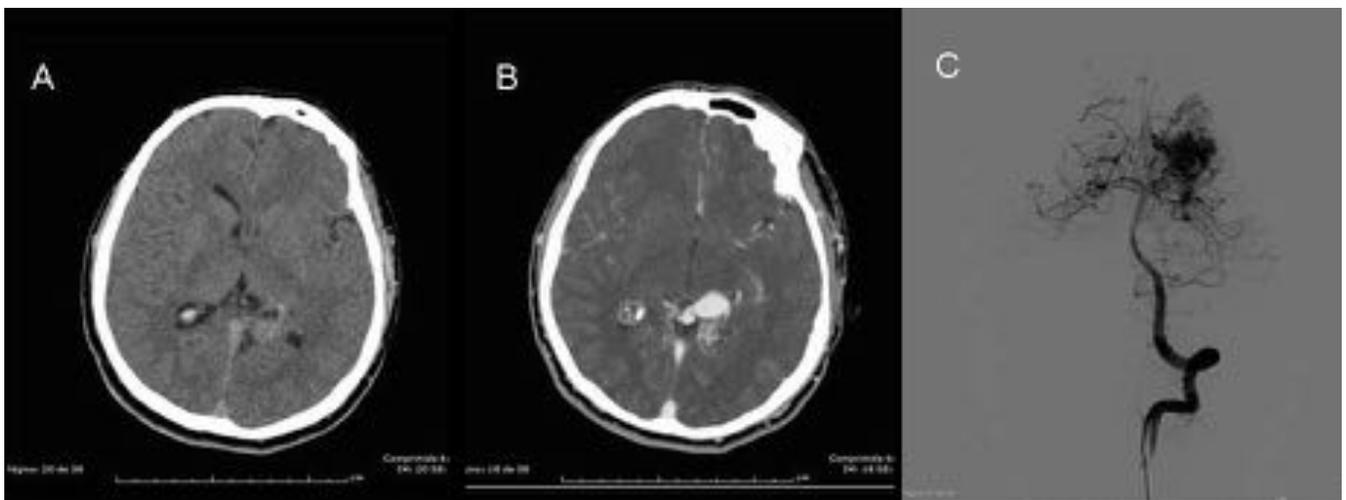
CASO 4: Malformación arteriovenosa. (A) TC sin contraste iv, (B) TC con contraste iv, (C) arteriografía
